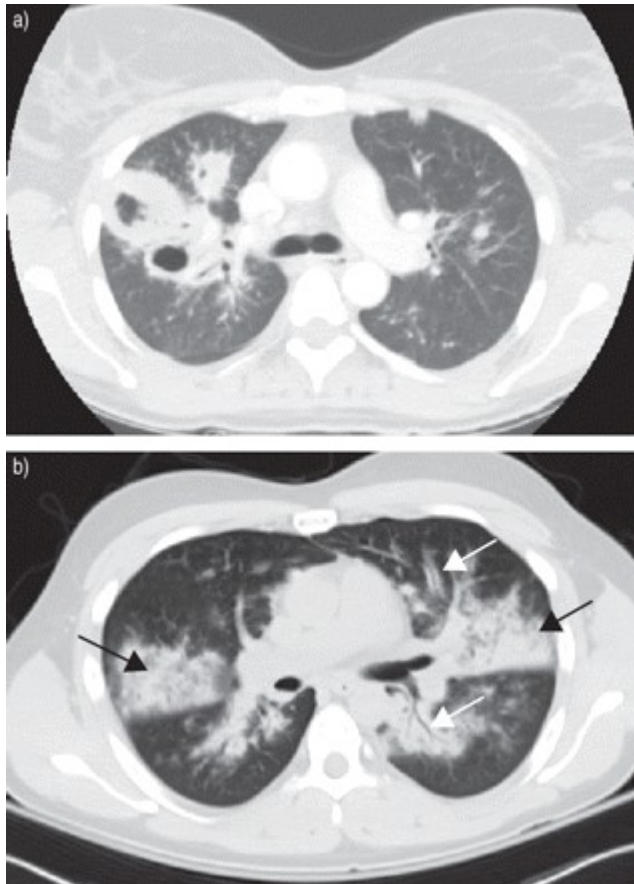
Данные компьютерной томографии грудной клетки гранулематозе с полиангиитом (Вегенера): а) множественные двусторонние узелки и полости распада у пациентки 40 лет с ГВ, подтвержденным биопсией и положительным тестом на ПР3-цАНЦА; б) томограмма пациента 22 лет с подтвержденным ГВ результатами биопсии и положительном результате теста на ПР3-цАНЦА, осложнившимся диффузным альвеолярным кровотечением. Черные стрелки указывают на участки заполнения альвеолярных дефектов, соответствующие месту кровотечения, подтвержденному бронхоскопией с бронхоальвеолярным лаважом. Кроме того, определяются участки перибронхиального воспаления (указаны белыми стрелками).
